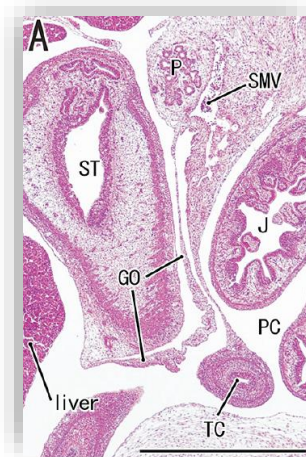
Secció en fetus humà de 32mm (8a setmana gestacional). *GO* (epipló major /greater omentum) formant el mesogastri dorsal des de l'estómac (*ST*) fins al pàncrees (*P*).*SMV* (Vena mesentèrica superior/Superior Mesenteric Vein), *TC* (còlon transvers/ Transverse colon), *PC* (Peritoneal Cavity/Cavitat peritoneal) (44)
